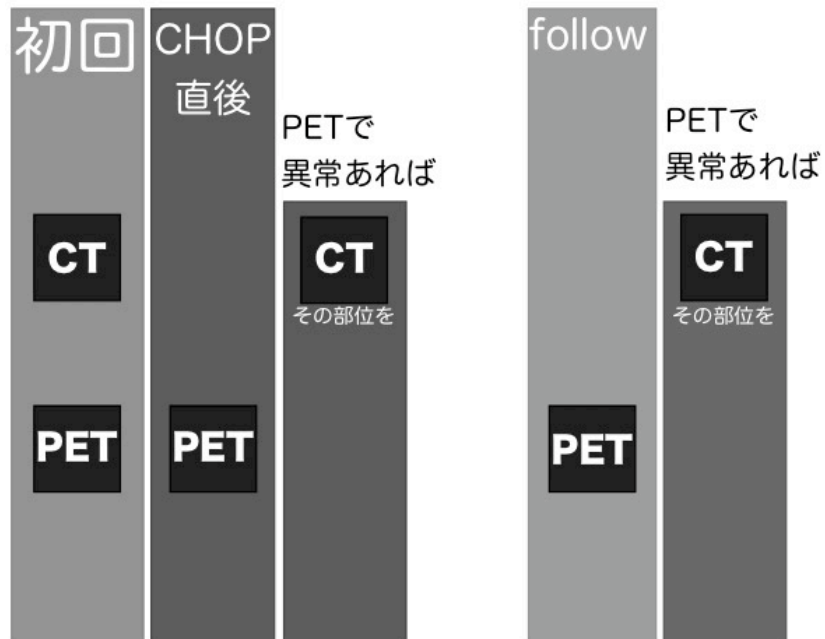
悪性リンパ腫治療経過における FDG-PET の位置づけ
